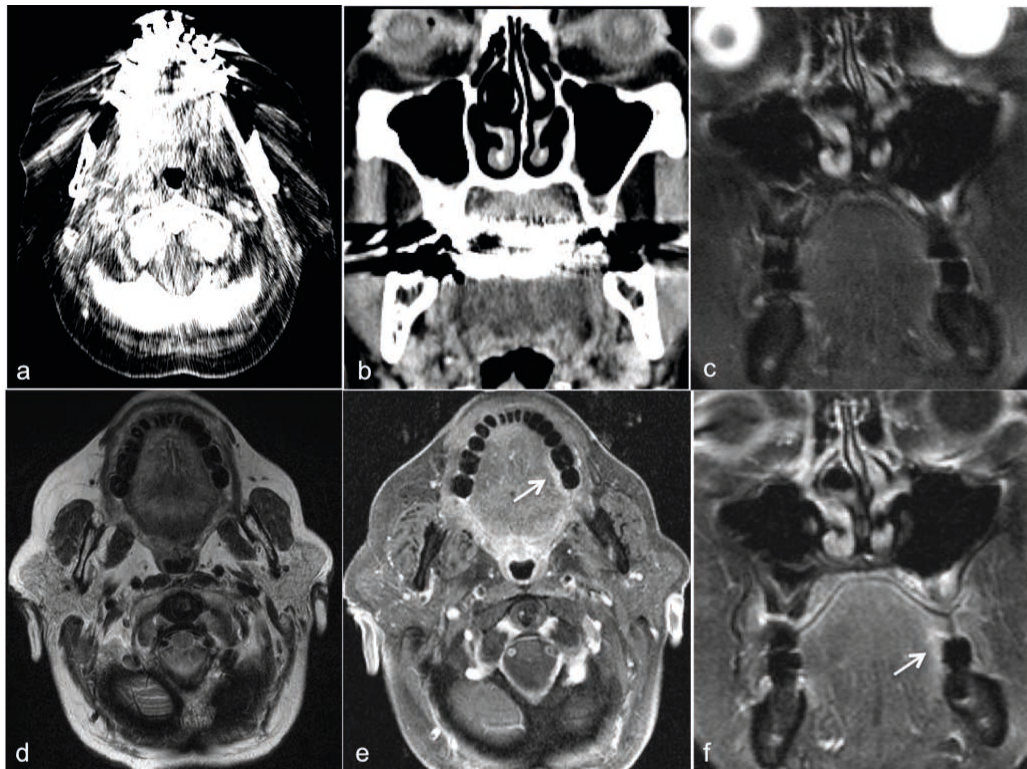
Immagini di paziente sottoposto ad imaging MDCT e RM della regione testa-collo: Immagine MDCT assiale (a) e ricostruzione coronale (b); immagini RM T2 TSE FS coronale (c), T2 TSE assiale (d), T1 TSE FS dopo mdc assiale (e) e coronale (f). Si noti come il materiale metallico dentario causi forti artefatti in CT, mentre non dia problemi in RM. La piccola neoplasia del margine sinistro della lingua risulta visibile solo in RM dopo mdc (freccie).
